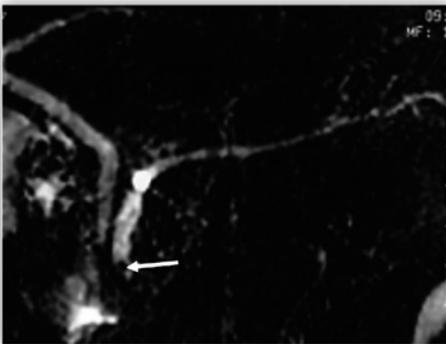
Colangiopancreatografía por resonancia magnética tras inyección de secretina en un paciente con pancreatitis crónica. Irregularidad del conducto pancreático principal con dilatación de colaterales y presencia de un pequeño cálculo papilar (flecha).
